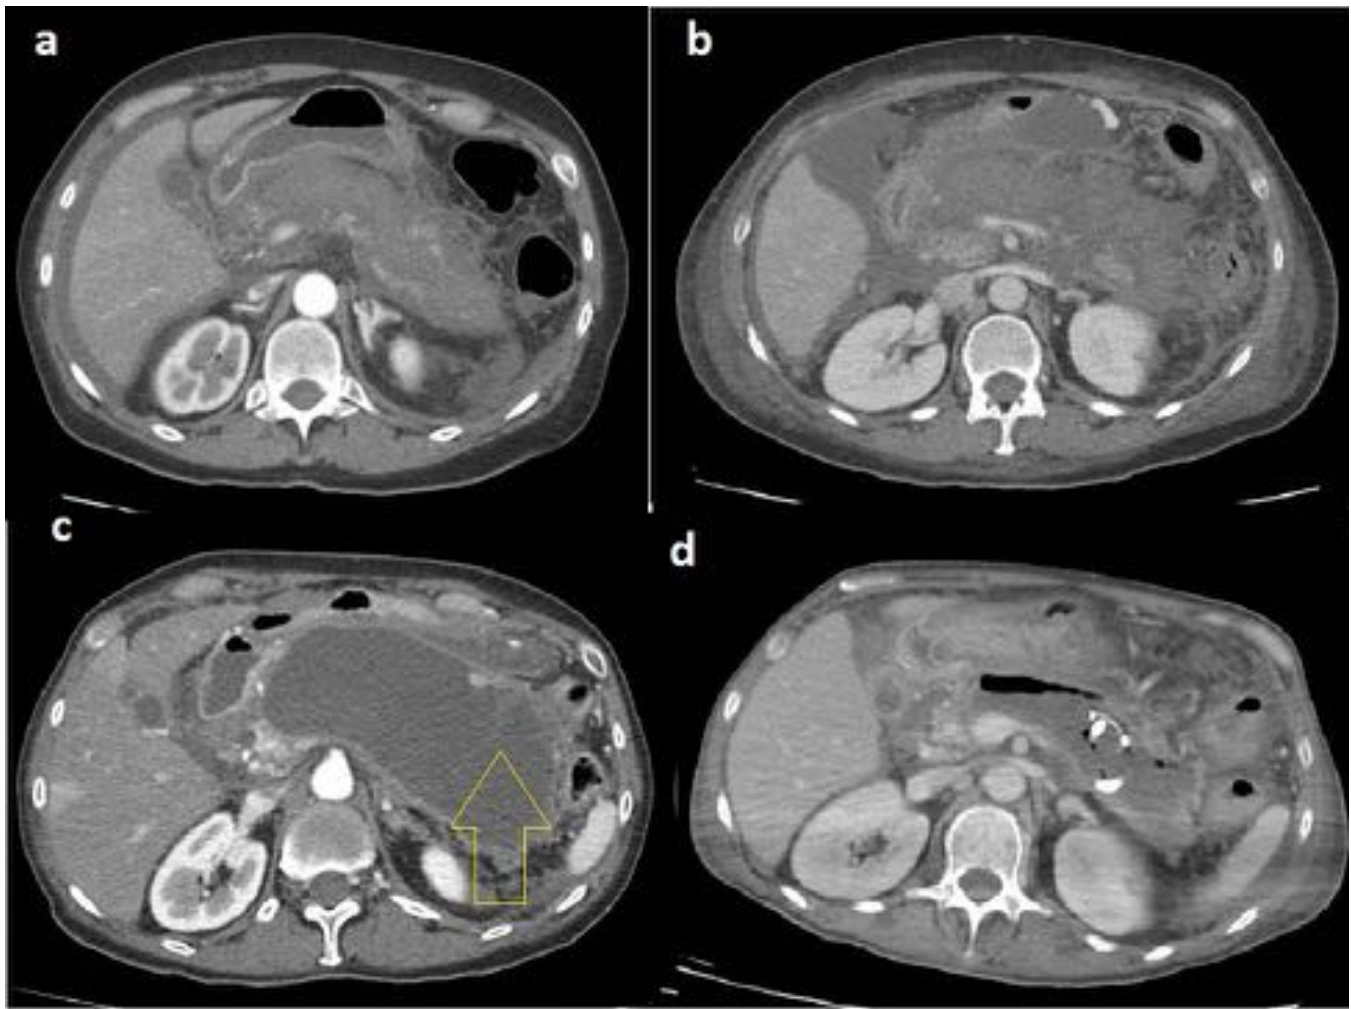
TC abdominal con CIV, planos axiales. Evolución de una pancreatitis aguda necrotizante a) afectación del parenquima pancreático con áreas de hipodensidad (necrosis). b) una semana después necrosis de tejido peripancreático. c) tres semanas después, gran colección necrótica encapsulada. d) Drenaje de la colección.
